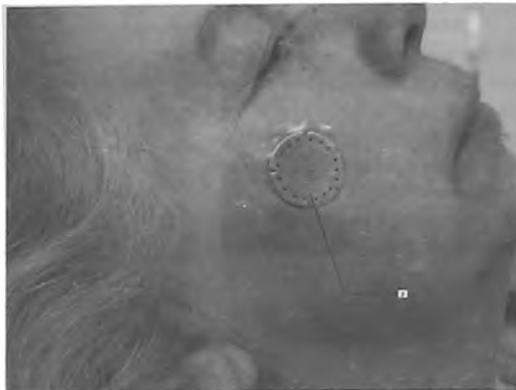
Больная В., 52 лет: 1 – рентгеноконтрастная пластинка
